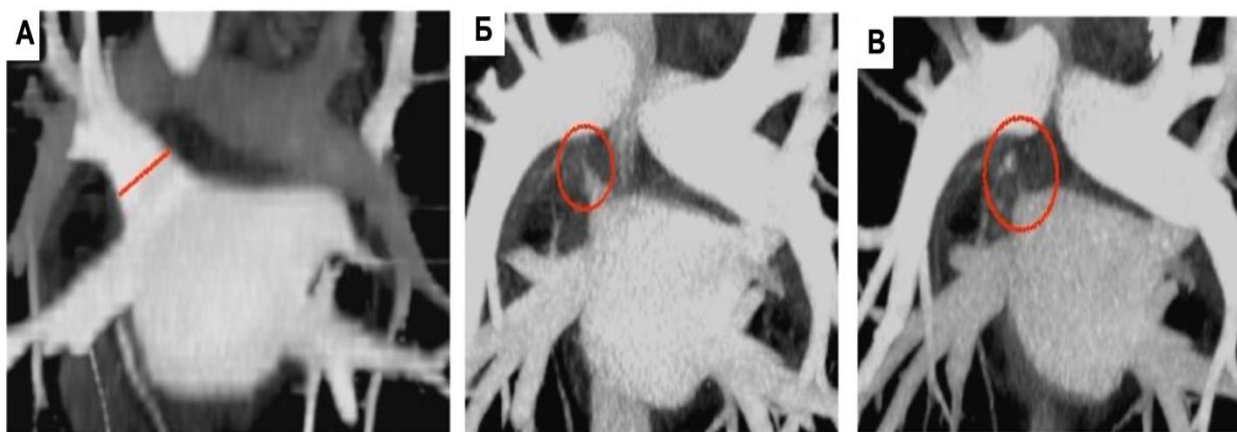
МСКТ-АГ ЛП и ЛВ, 3D МПР, вид сзади. Пример окклюзии левой верхней легочной вены: А - до РЧА; Б - ЛВЛВ через 6 месяцев после РЧА; В – окклюзия ЛВЛВ через 10 месяцев после РЧА [209].
